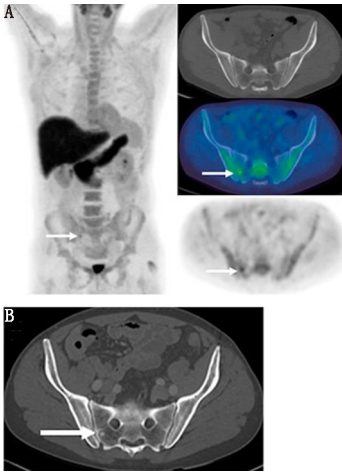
前列腺癌患者 [Gleason 评分 4+5 分, 前列腺切除术 11 个月生化复发 (前列腺特异抗原: 0.52 μg/L)] ¹⁸F-环丁氨酸 (fluciclovine) PET/CT 显像图。A. 最大密度投影 (左)、骨盆横断面 CT (右上)、PET/CT (右中) 和 PET (右下) 示骶骨右侧 (箭头示) 可见显像剂摄取轻度增高的病灶, 但在 CT 图像上并不可见; B. 患者开始激素治疗后, 病灶呈硬化反应 (箭头示)。图片由 Blue Earth Diagnostics 公司提供
